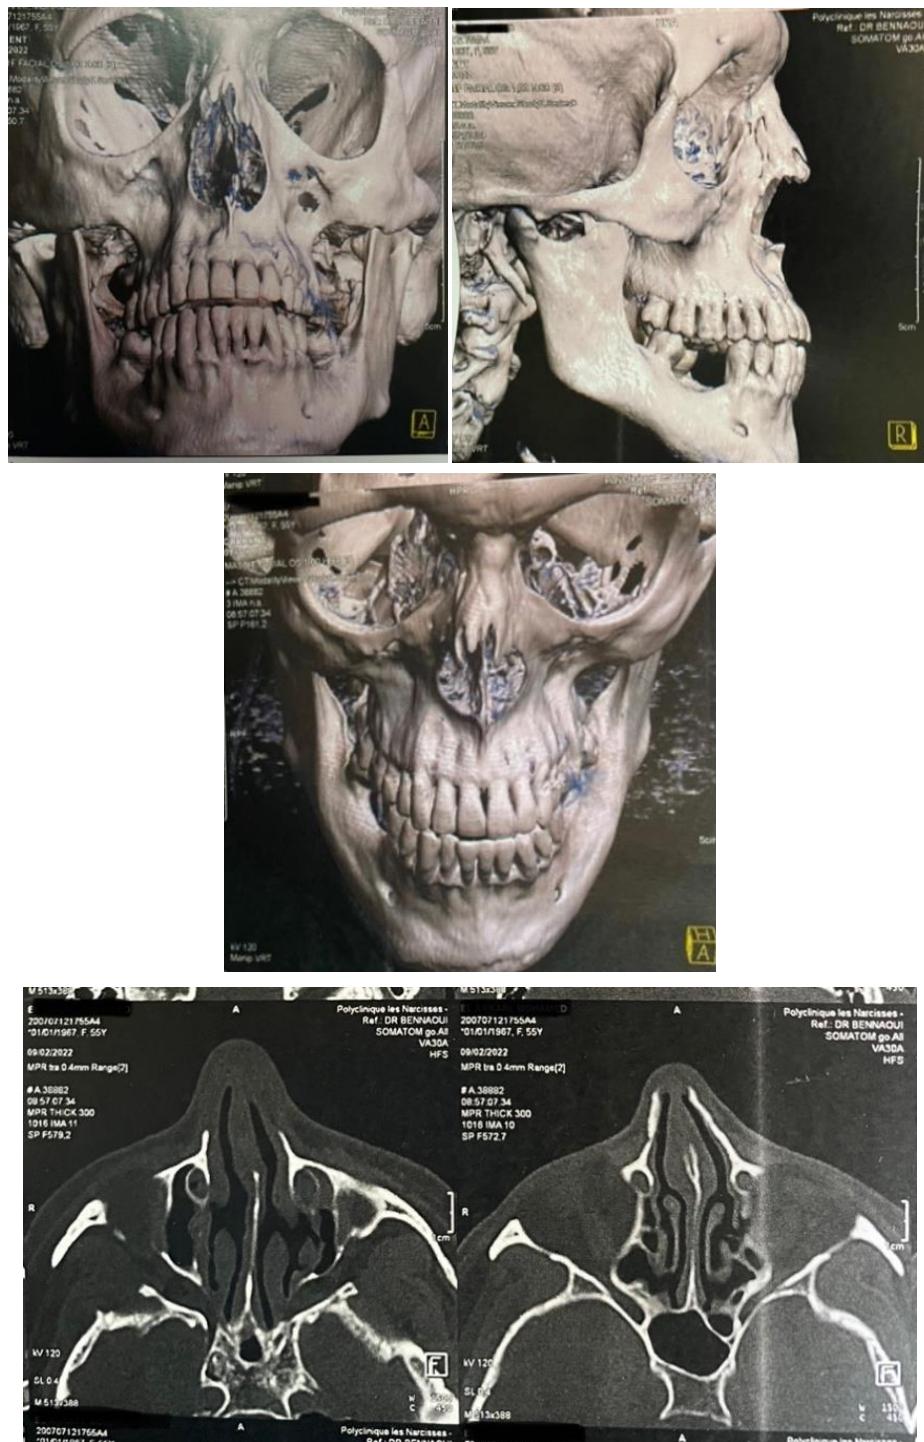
TDM faciale en reconstruction 3D et coupes axiales d'un patient de notre série objectivant une fracture droite des OPN, déviation septale gauche et hypertrophie des cornets inférieurs.
